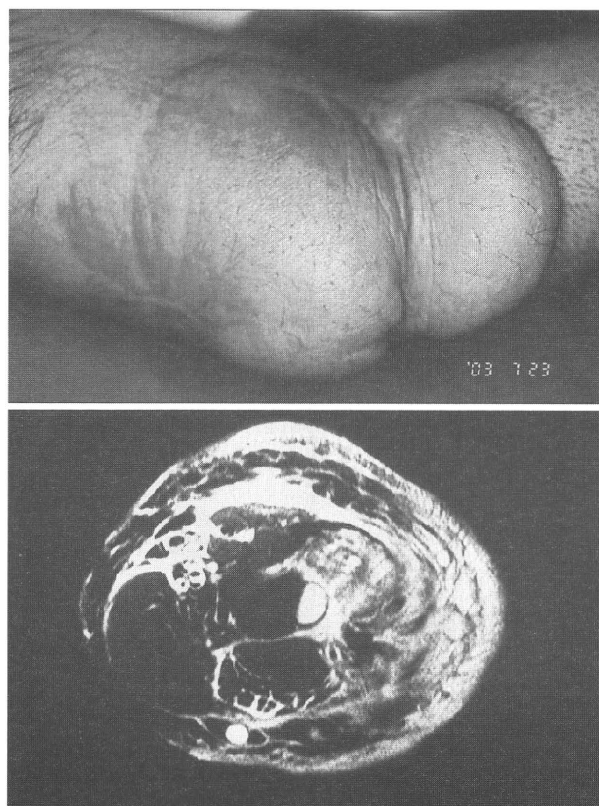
15歳男性、sporadic case のNF1患者のdiffuse neurofibromaで、腫瘍は筋層内に及んでいる。(MRIはGd造影T1強調画像)。実際は硬毛で覆われており、剃毛してある。
